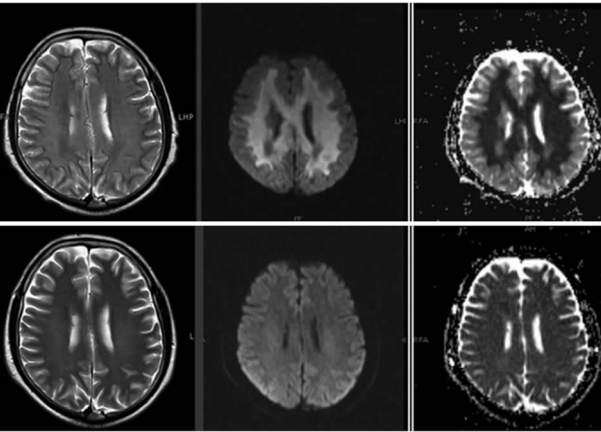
MTX 诱发的 ALL 患儿头颅 MRI 图像
